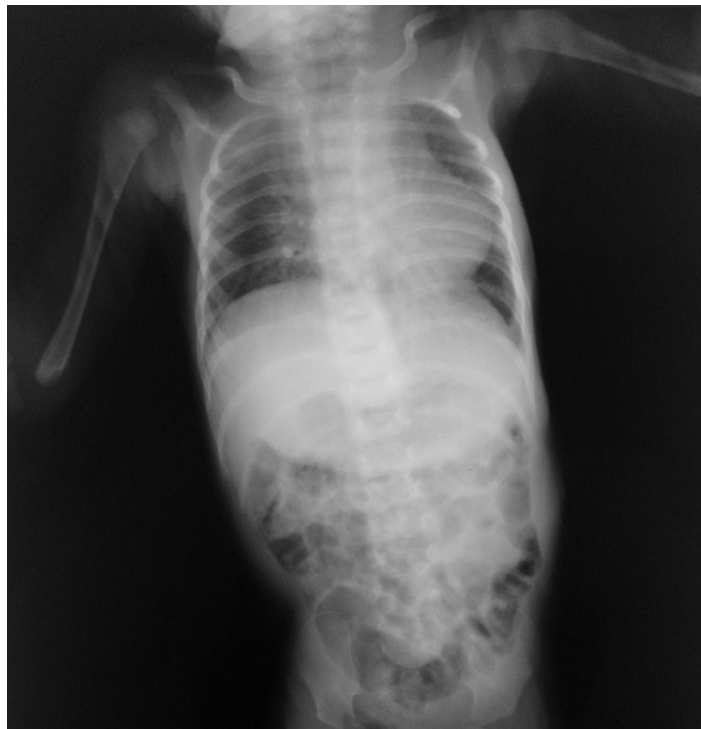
Radiographie thoracique de profil montrant des clartés digestives intrathoracique gauche
